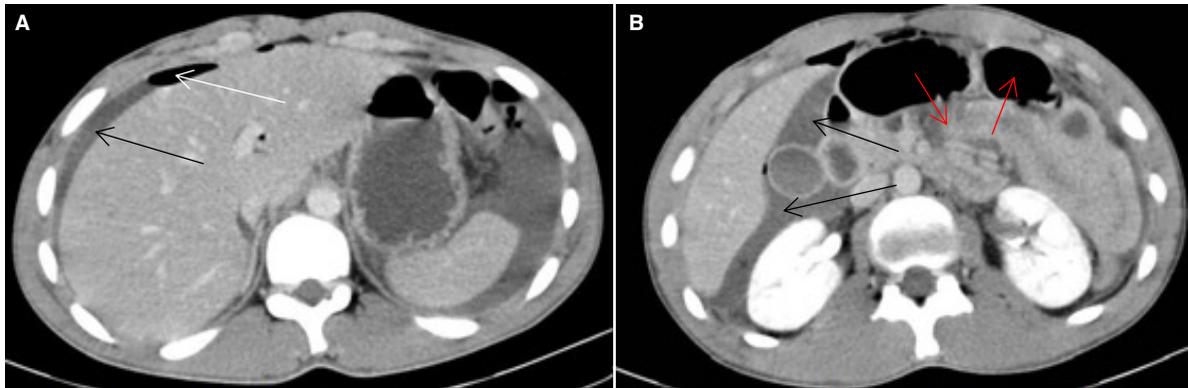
TC abdomen pelvis (corte axial). Se visualiza neumoperitoneo (flecha blanca). Líquido libre perihepático (flecha negra). B: TC abdomen pelvis (corte axial). Se visualiza líquido libre (flecha negra). Asas delgadas distendidas (flecha roja).
